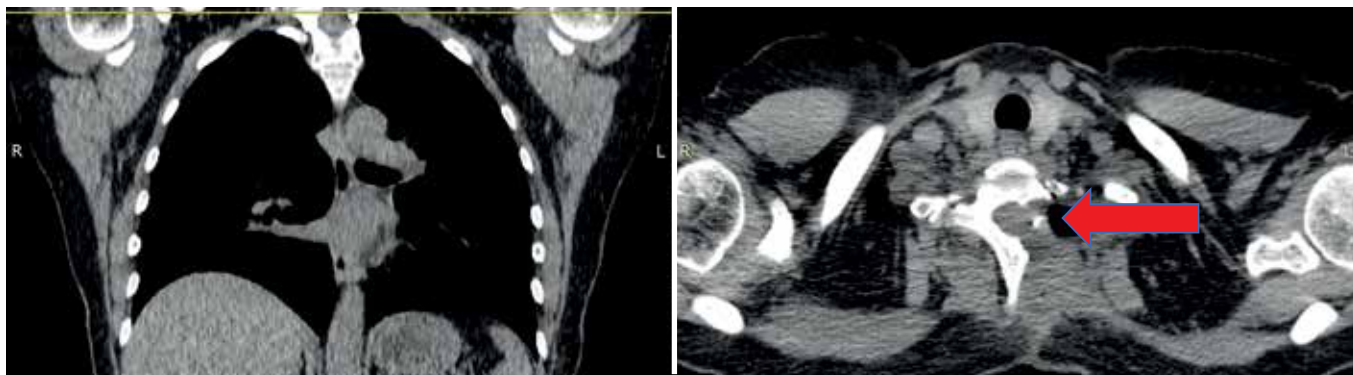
На послеоперационных КТ сканах признаков объемного образования нет, визуализируются зона гемиламинэктомии и металлический клипс (красная стрелка)
